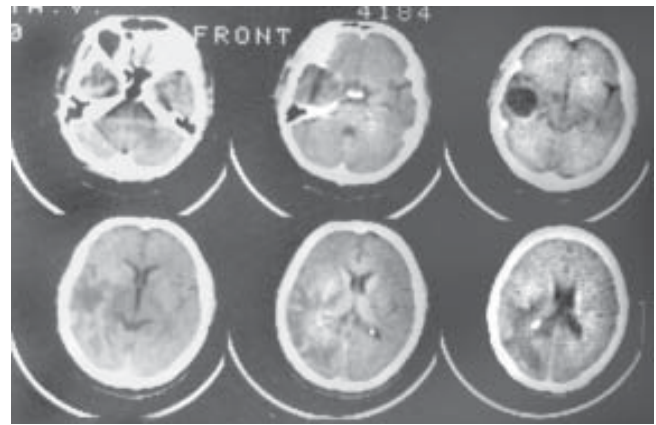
КТ-зміни після променевої терапії
